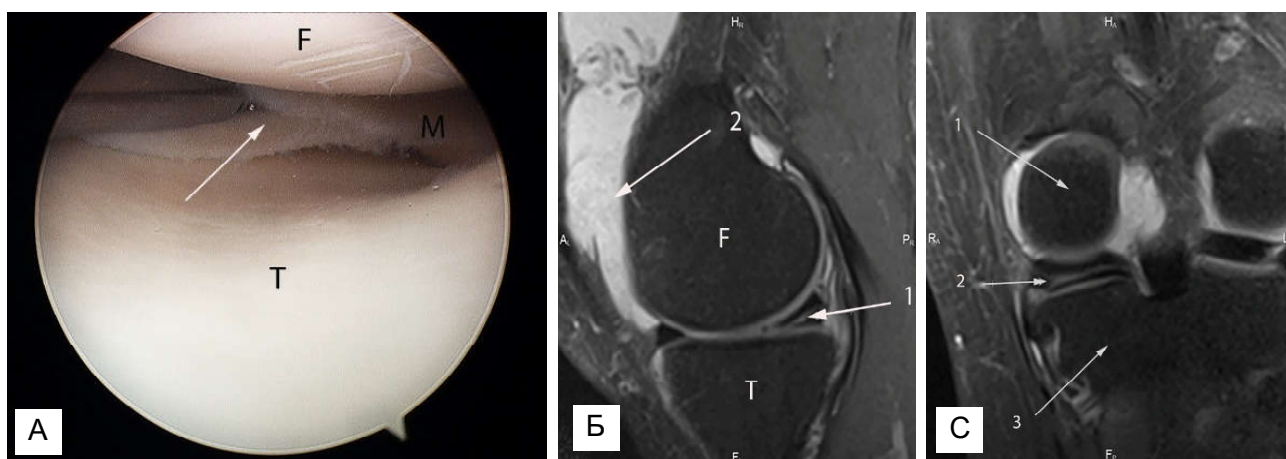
А. Артроскопія колінного суглоба, горизонтальний розрив заднього рогу медіального мениска; В. МРТ скан - горизонтальний розрив заднього рогу медіального мениска, сагітальна площина; 1 - лінія розриву мениска; 2 - синовіальна рідина в верхньому завороті колінного суглоба. С. МРТ скан - горизонтальний розрив заднього рогу медіального мениска, корональна площина. PD fs зображення. 1 - медіальний виросток стегна; 2 - лінія розриву мениска; 3 - медіальний виросток великогомілкової кістки.
